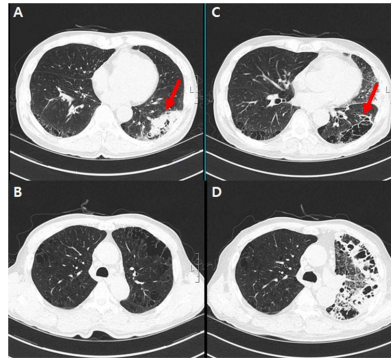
항 PD-L1 단클론항체 치료 시작 전(A)과 후(B, C, D) 환자의 흉부 전산화단층촬영영상. 치료 시작 전 보이던 중앙 병변은(A, 화살표) 7주기 pembrolizumab 후 큰 호전을 보였으나(C, 화살표) 왼쪽 폐야에서 이전에 보이지 않던(B) 별집모양의 염증성 병변(D)이 관찰된다.
